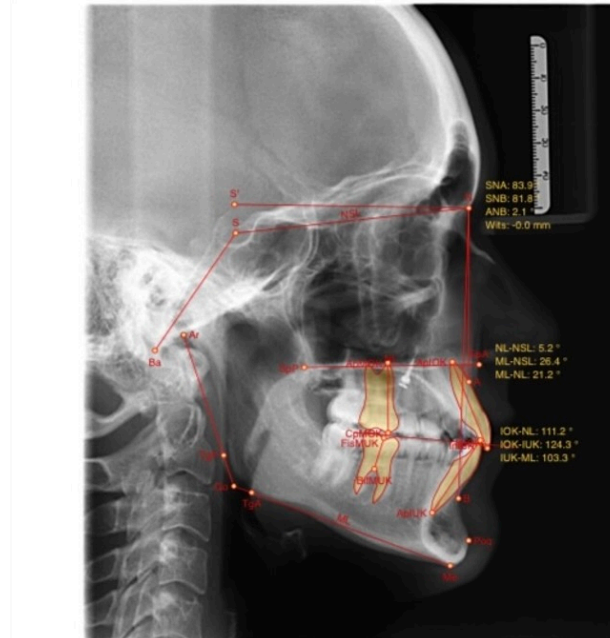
Kephalmetrie eines Fernröntgenseitenbildes
